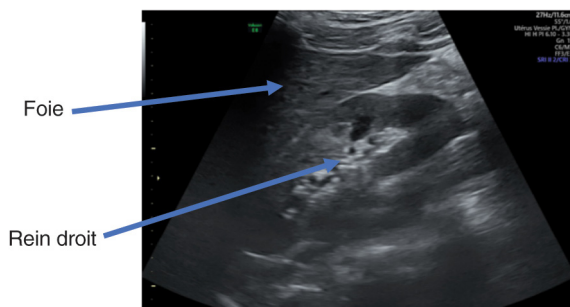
Échographie par voie abdominale : coupe de l'espace de Morrison.
